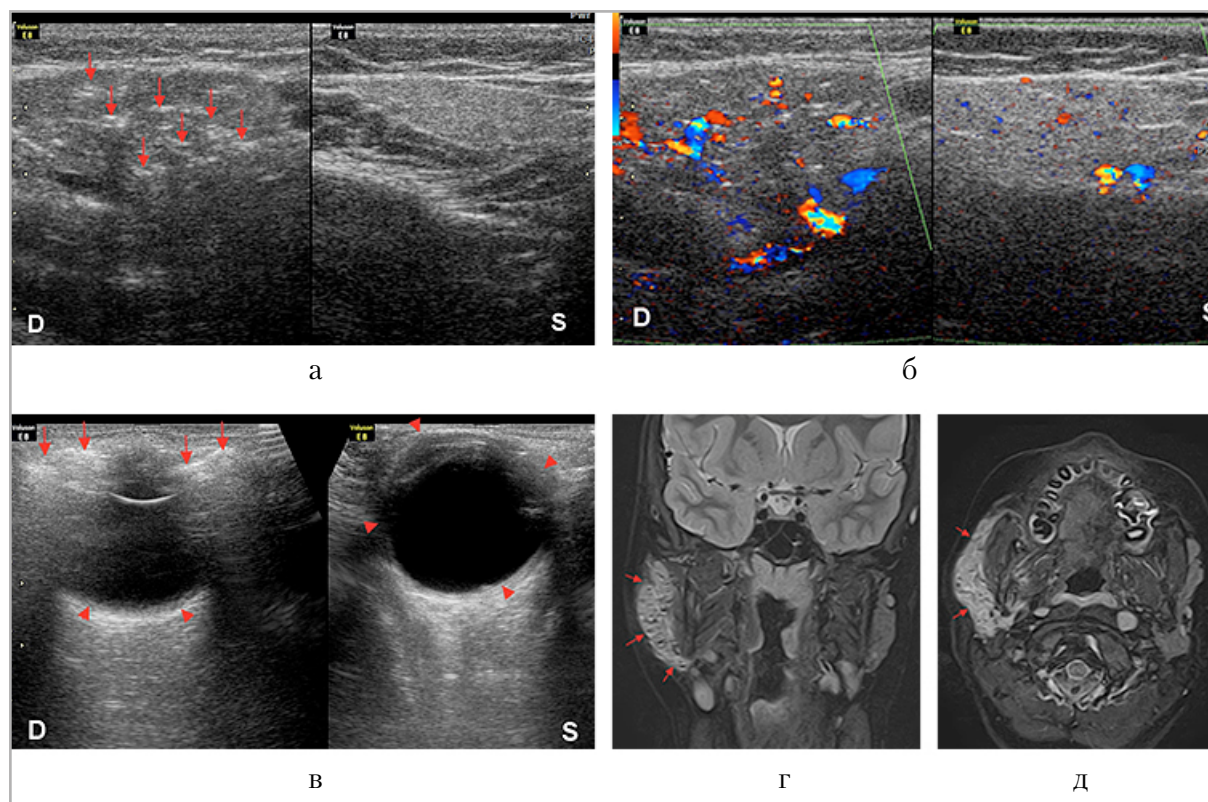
Эхограммы и магнитно-резонансные томограммы в динамике заболевания: *D* — правая сторона; *S* — левая сторона; *стрелки* — включения газа; *а, б* — эхограммы области ОСЖ в режиме 2 полей, В-режим и цветное доплеровское сканирование: справа — газ в протоках ОСЖ (*короткие стрелки*); *в* — эхограммы орбит в поперечных сканах в режиме 2 полей, справа — остаточные проявления газа в мягких тканях орбиты (*короткие стрелки*); *г, д* — магнитно-резонансные томограммы (режимы COR STIR 3 mm и ax STIR 3 mm соответственно): правая ОСЖ с газом в просвете протоков (*стрелки*)
